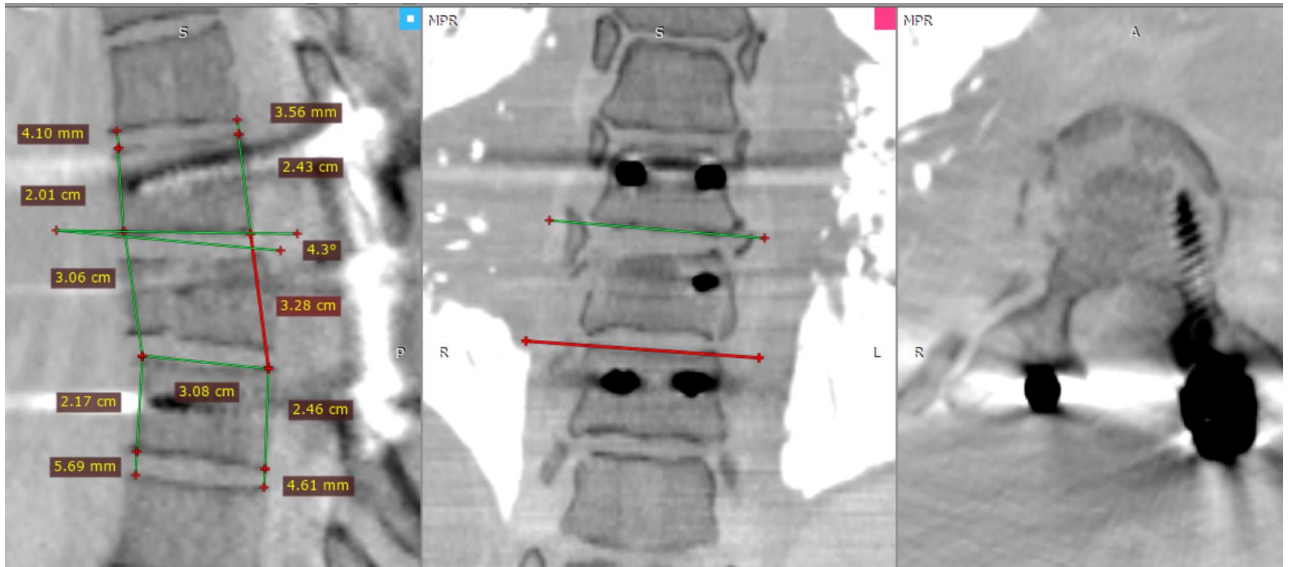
Послеоперационное СКТ-исследование пациента Р. в трех проекциях после мультипланарной реконструкции
